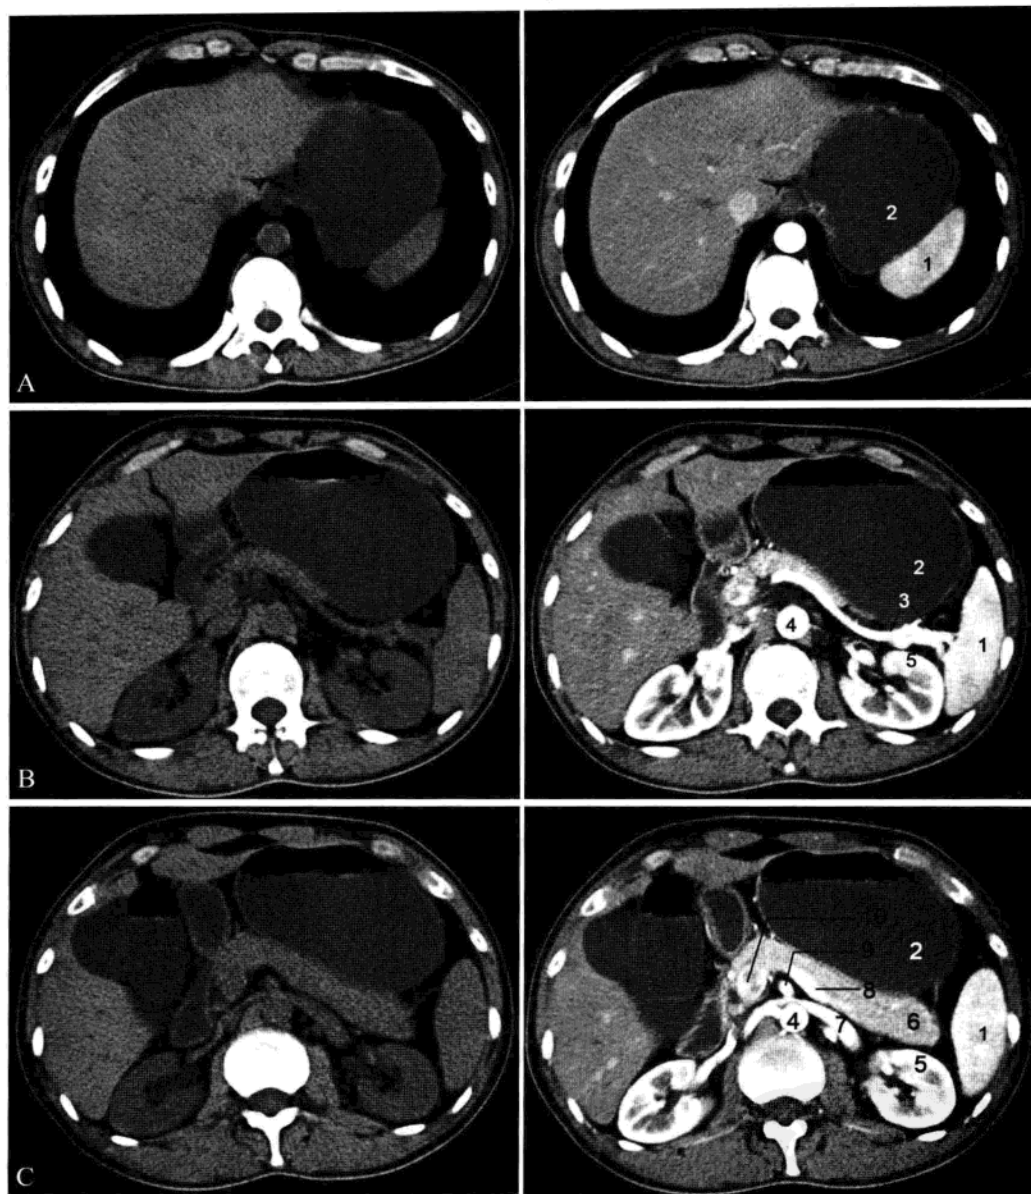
正常脾 CT 横断面 (左图为平扫, 右图为增强)
